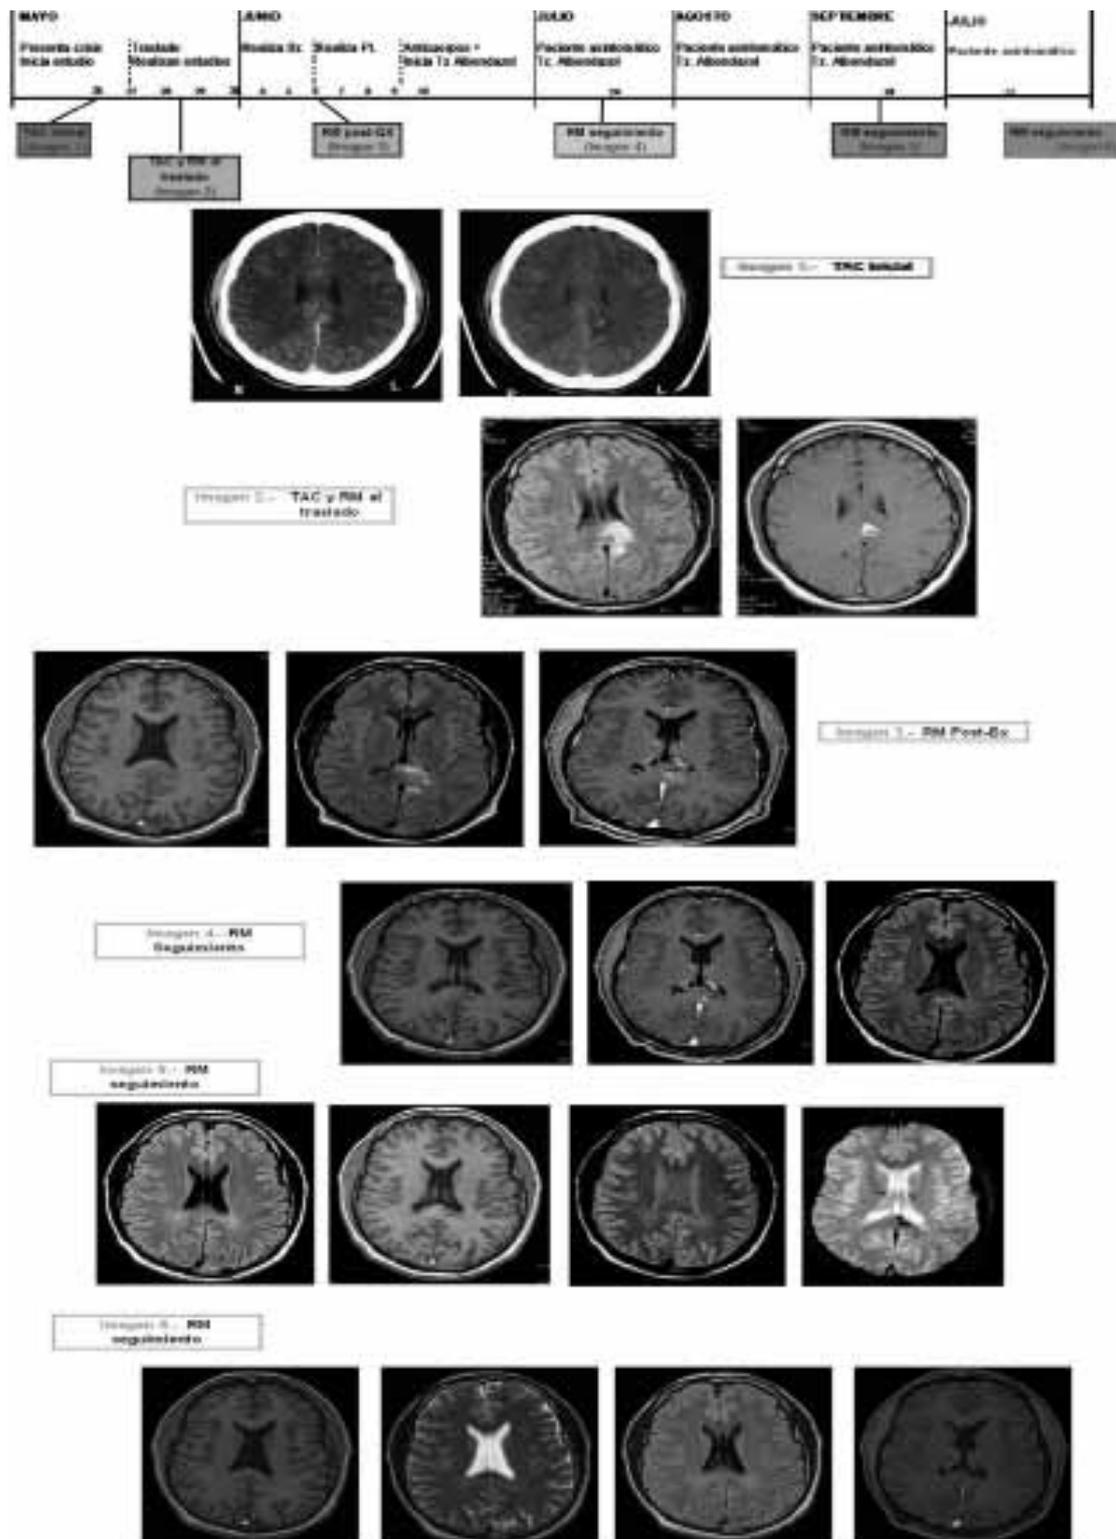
Secuencia radiológica. Imagen de resonancia magnética
